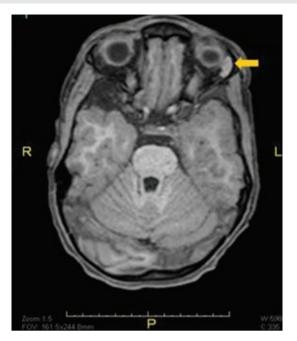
КТ с визуализацией липодермоида (отмечено желтым)
